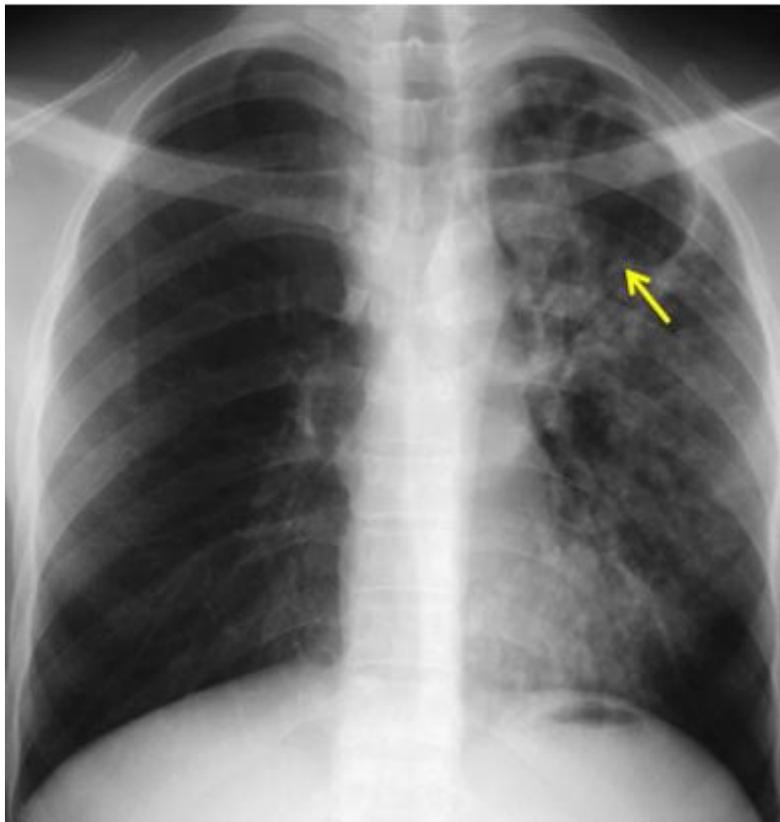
Radiographie du thorax (face) : Cavité aérienne apicale gauche avec visualisation de la bronche de drainage (flèche) entourée de micronodules et nodules [56].
